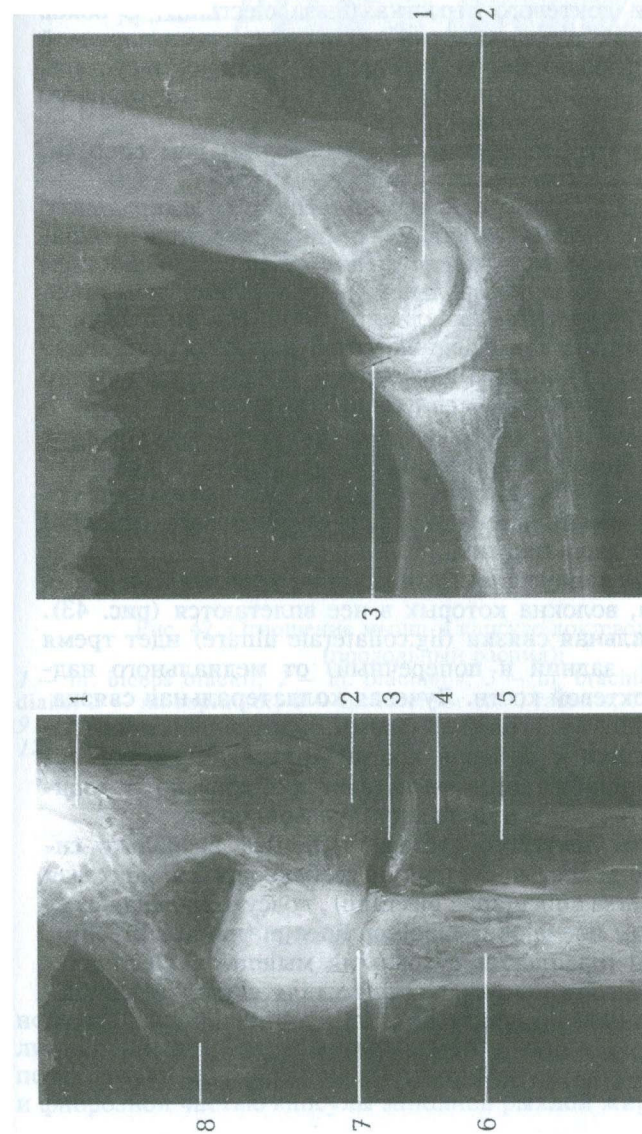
Рентгенограмма локтевого сустава
